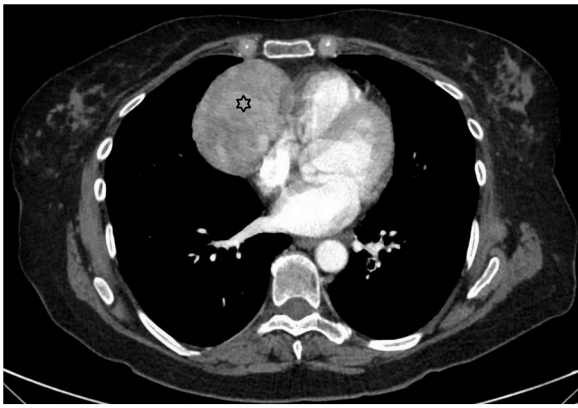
Imagen transversal de TC de tórax con contraste, donde se objetiva una lesión ovalada de 8 cm de diámetro anteroposterior en mediastino anterior con cierta compresión de cavidades derechas, compatible con timoma (asterisco).
